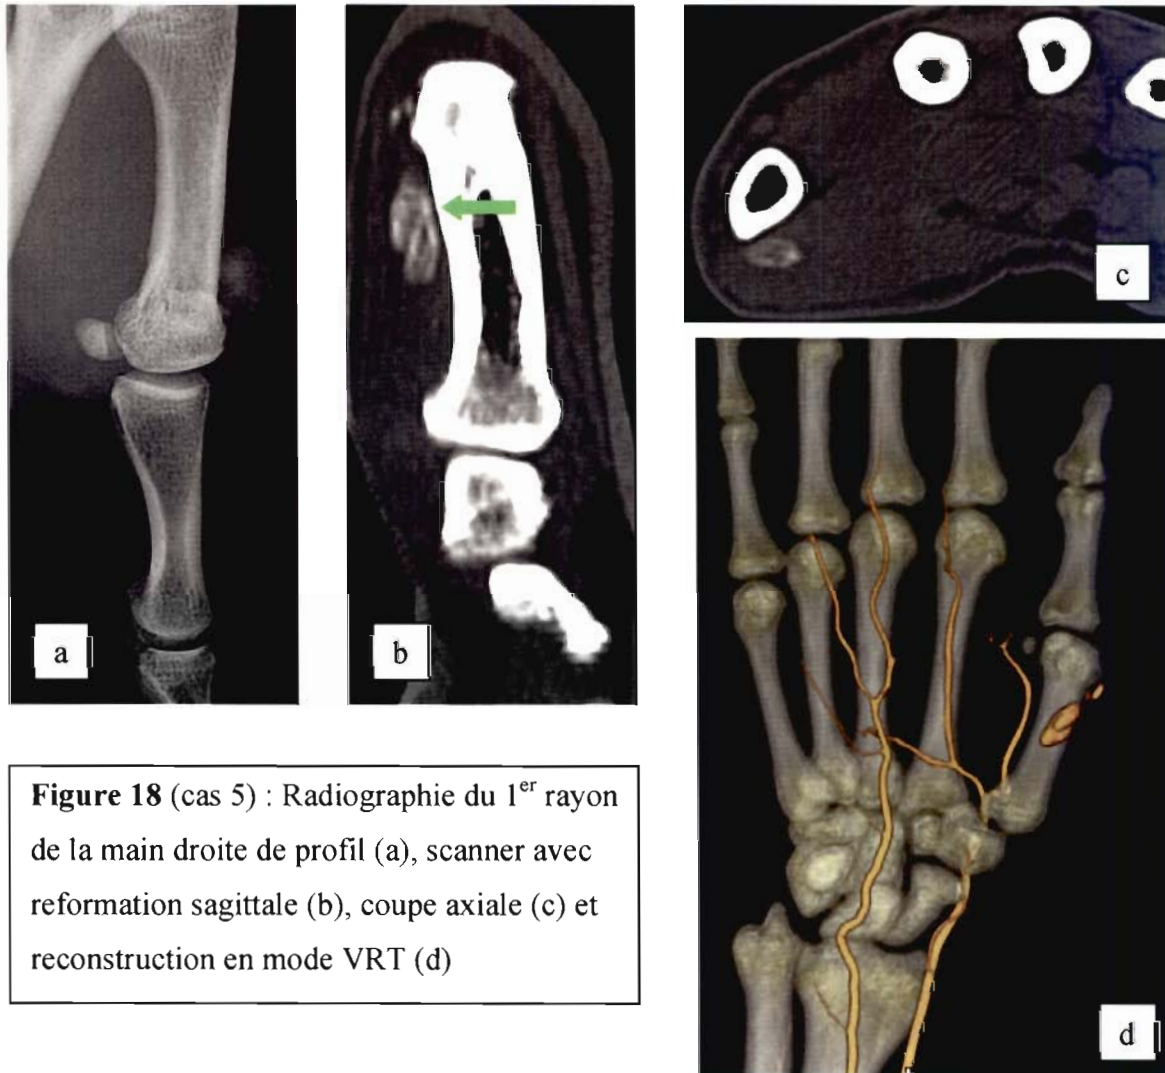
(cas 5) : Radiographie du 1^{er} rayon de la main droite de profil (a), scanner avec reformation sagittale (b), coupe axiale (c) et reconstruction en mode VRT (d)
